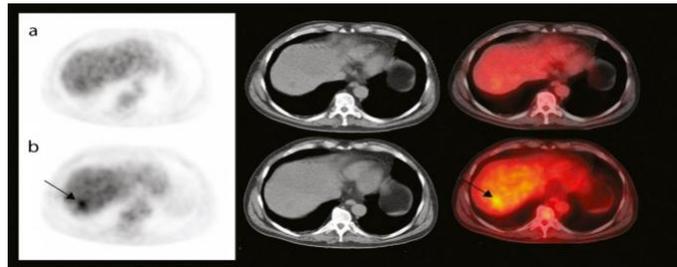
En los cortes de la PET, TC Y PET-CT, en el hígado no se observan alteraciones valorables en las imágenes estándar (a), mientras que en las imágenes tardías aparece una lesión activa focal hepática (b). Extraída de <https://moscow.sci-hub.se/1894/d1b72f0a05e1e7e4f29189a4a8aef11d/fuster2012.pdf>
